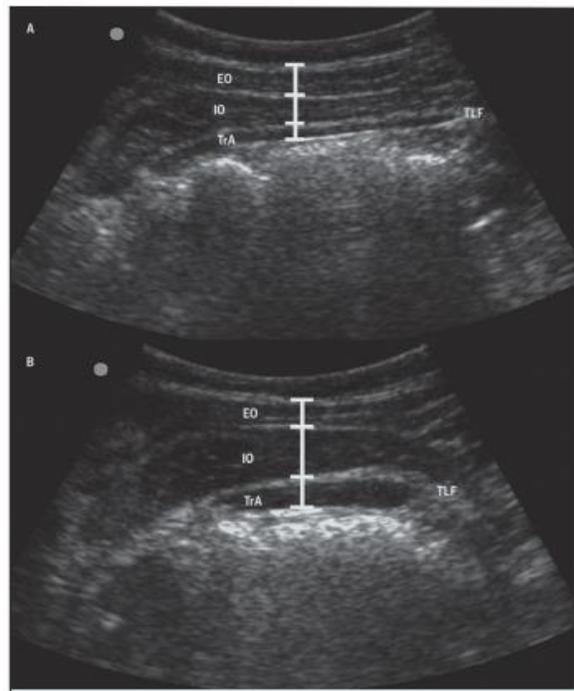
Ecografía de los músculos abdominales laterales en reposo (A) y durante la contracción abdominal (B). Nótese el aumento en el espesor de los músculos transverso del abdomen (TrA) y del oblicuo interno (IO). El músculo oblicuo externo (EO) y la transición del TrA a la fascia toracolumbar (TLF) también son
